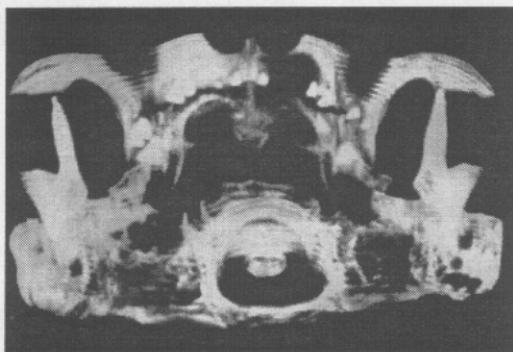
Kondil fraktürlerinin BT teknigi ile sagittal ve üç boyutlu olarak izlenmesi
